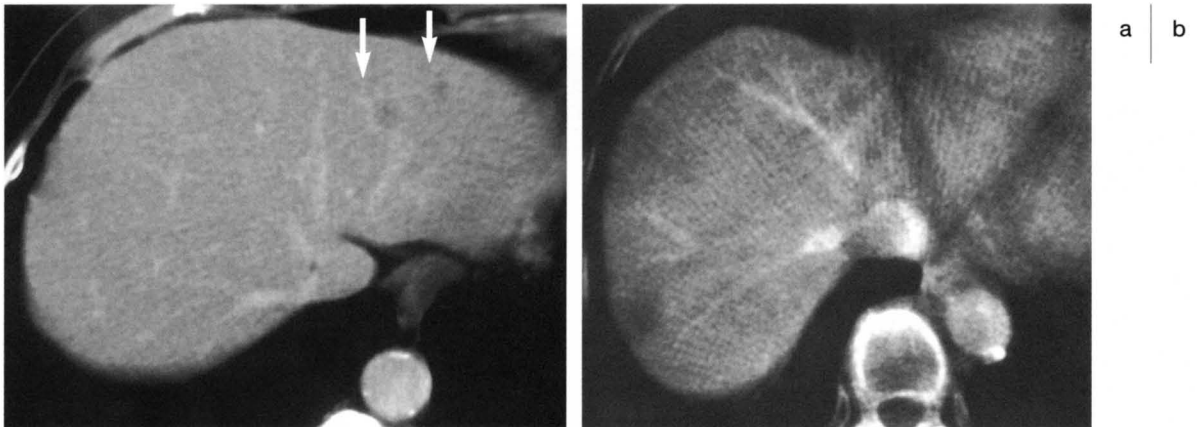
a : CBCTAP, b : MDCT (late phase)
